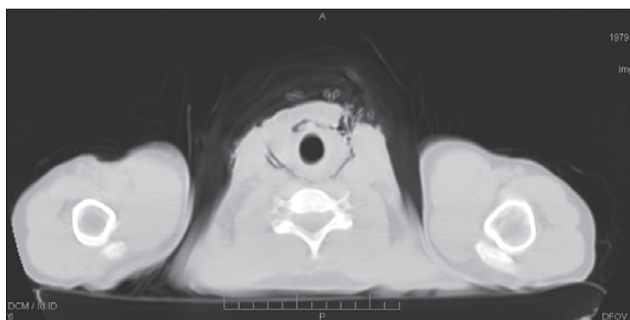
Спіральна комп'ютерна томографія шиї хворого І. на 4-ту добу післяопераційного періоду. Наскрізне позастравохідне і претрахеальне дронування з двобічних цервікотомних розрізів
